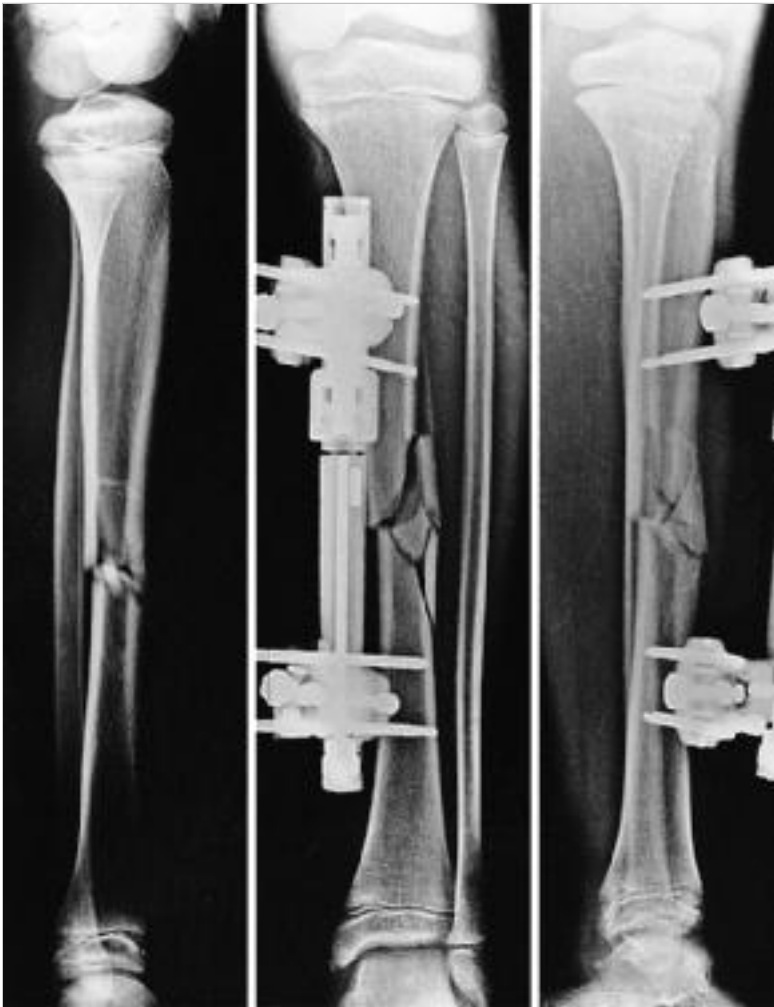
Therapie isolierter Tibiaschaftfrakturen bei drohendem Kompartmentsyndrom. 12-jähriger Knabe mit isolierter Tibiafraktur. Wegen drohenden Kompartmentsyndroms wurde notfallmäßig die Faszien-spaltung durchgeführt und die Fraktur mit einem Fixateur stabilisiert. 14 Tage postoperativ wurde der Fixateur dynamisiert. 3 Wochen postoperativ belastet der Patient im Fixateur voll. Nach insgesamt 6 Wochen ist die Fraktur klinisch und radiologisch so stabil verheilt, dass der Fixateur entfernt werden kann. Die Metallentfernung konnte ohne Anästhesie, nur in Schmerzmedikation, vorgenommen werden. Anschließend wurden keine Röntgenkontrollen mehr durchgeführt. Bei der Nachuntersuchung nach 2 Jahren ist der Patient subjektiv beschwerdefrei, es besteht eine Beinverlängerung auf der ehemals frakturierten Seite von 1 cm.
